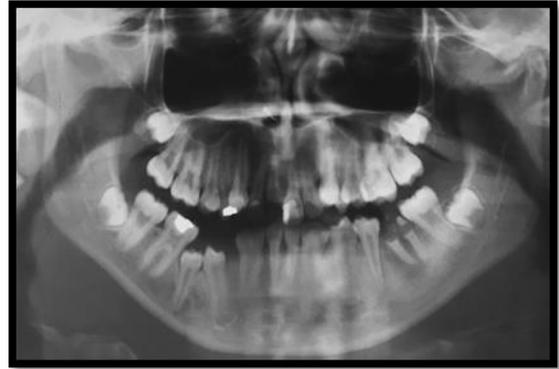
Radiografia Panorâmica mostrando anomalia dentária (fusão).
